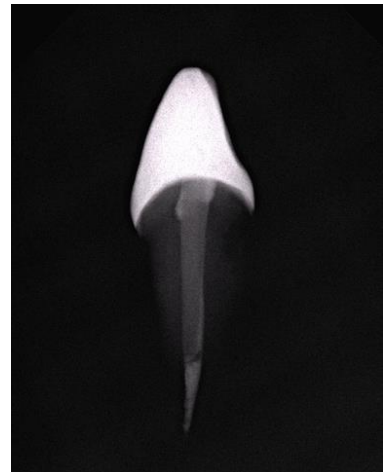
Radiologisches Kontrollröntgenbild in Gruppe DP
